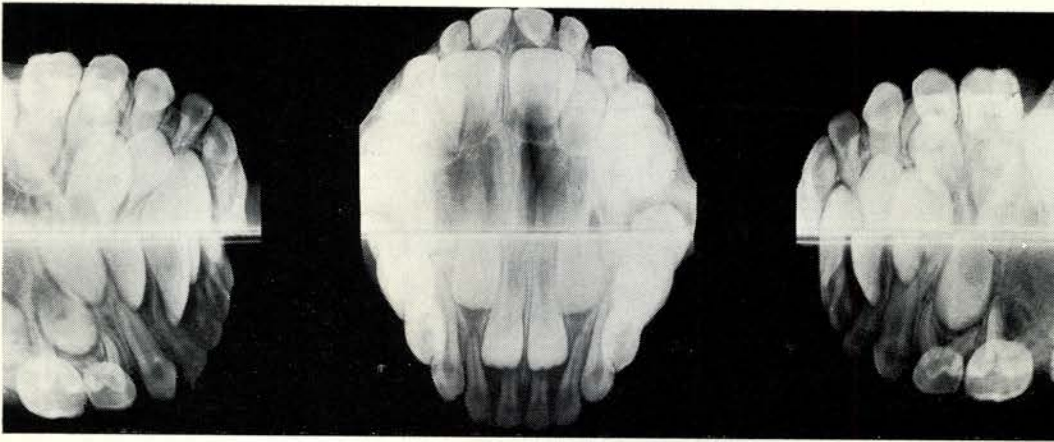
De zogenaamde „wafel”. Dit is een occlusaalfilm (7,6 x 5,7 cm) in de lengte dubbel gevouwen om een één mm dik plaatje lood. (Uit: R. E. Silha: The Versatile Occlusal Dental X-ray Film. Part III.)
